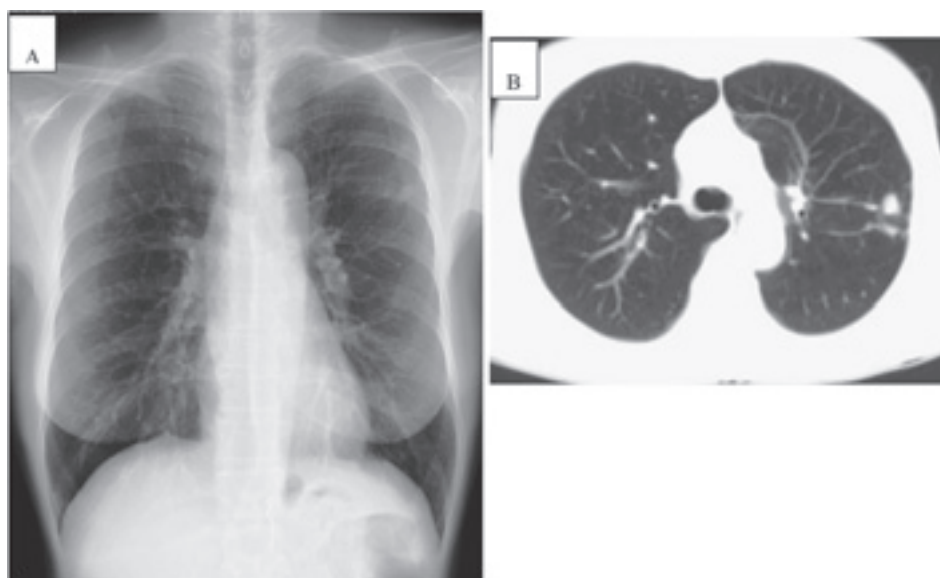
Case 8, 58-year-old female (nodular bronchiectatic disease). A: Posteroanterior chest radiograph shows nodules in the left upper lobe. B: CT scan shows nodules in peripheral region of the left upper lobe.
